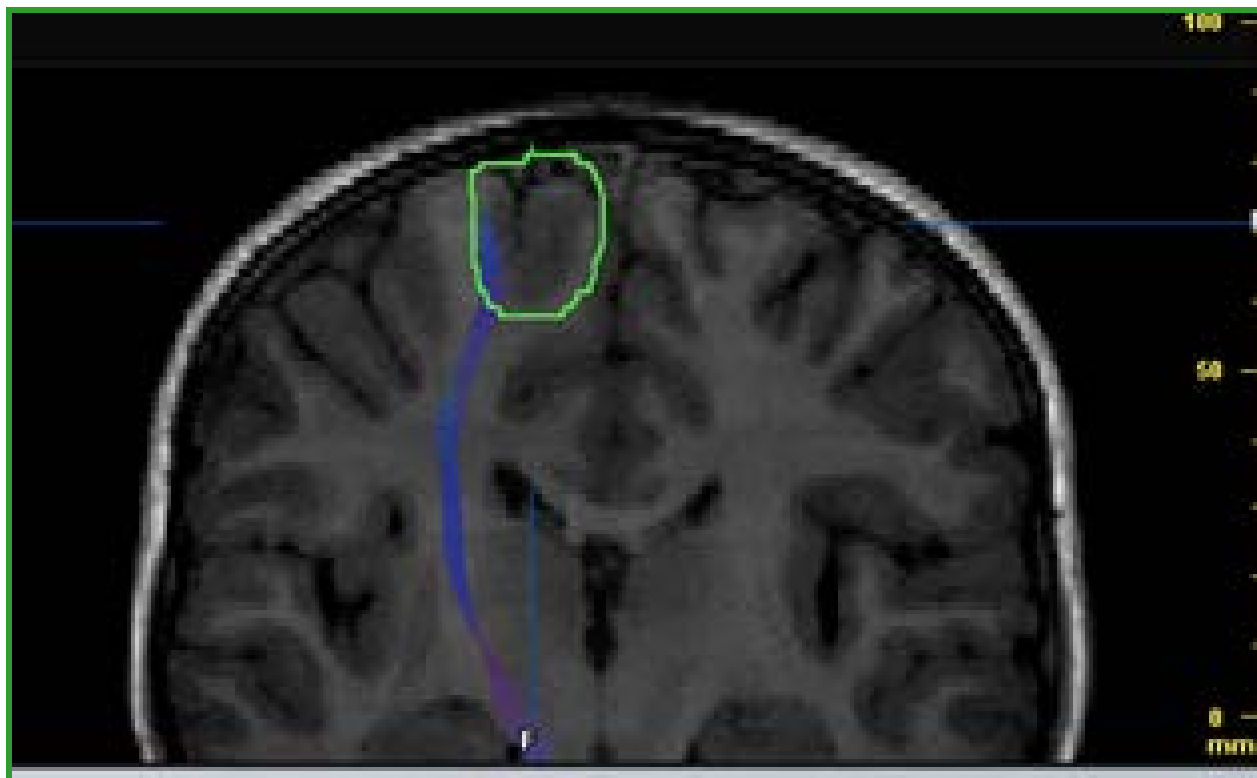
RM (corte coronal en secuencia T1) con tractografía observándose displasia en contacto con la vía córtico-espinal.
